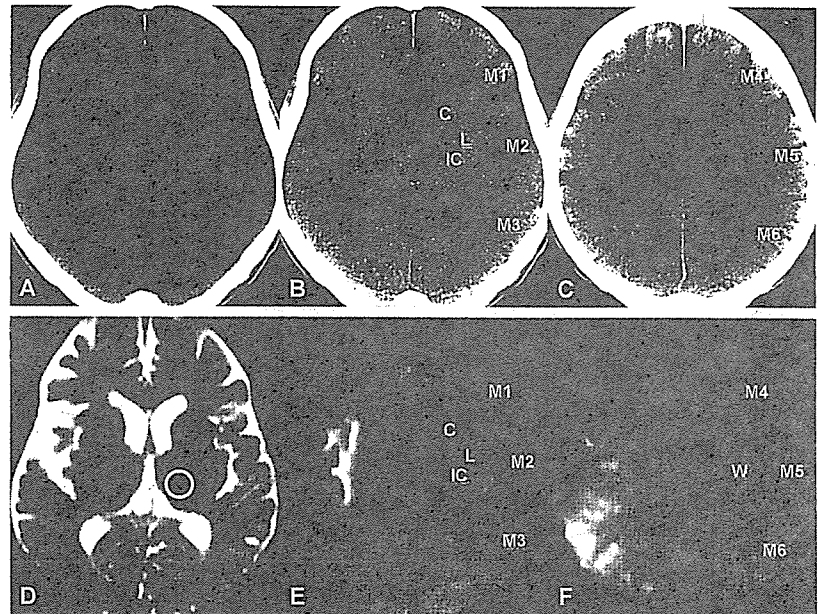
早期虚血病変のCT, MRI所見(右中大脳動脈閉塞)
